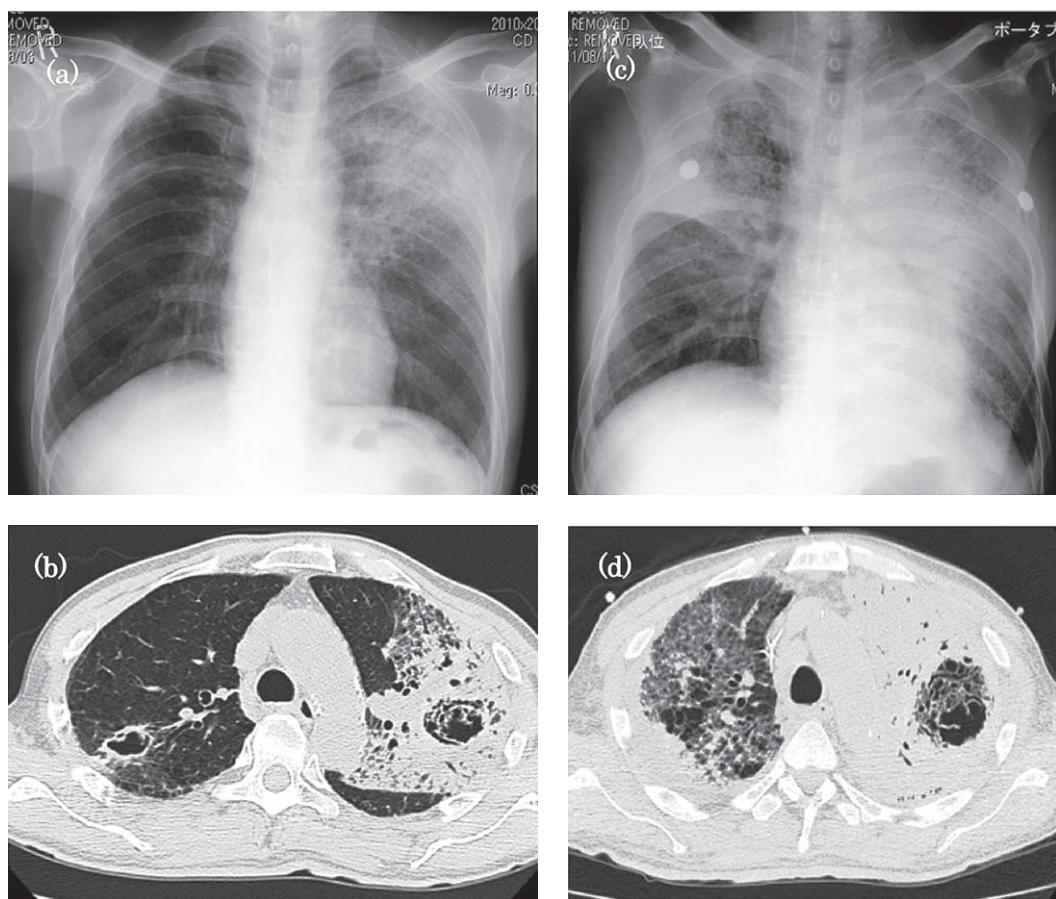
Case 2: 64-year-old man. (a) (b) Chest radiograph and computed tomography taken in August 3, 2011 show infiltrates with a cavity in the left upper lobe and a cavity in the right upper lobe. (c) (d) Chest radiograph and computed tomography taken in August 11, 2011 show increased infiltrates and a cavity containing serpiginous densities in the left upper lobe and increased infiltrates in the right upper lobe.
